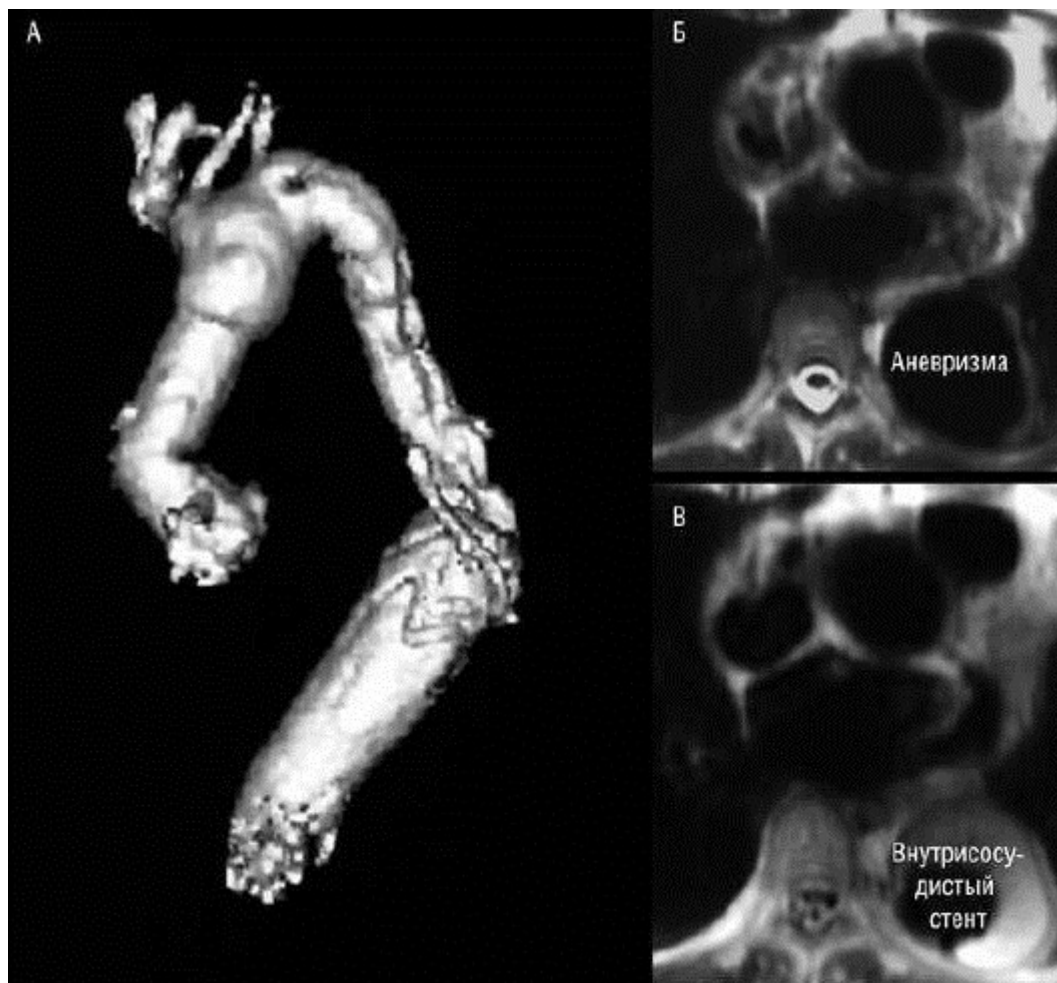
А - 3D-реконструкция с помощью МРТ после чрескожной установки сделанного под заказ стент-графта для соединения вставленного хирургическим способом протеза "хобот слона" с верхней частью брюшной аорты с целью исключить аневризму, которая возникла на дистальном конце "хобота слона". Б - после установки сделанного под заказ стент-графта аневризму грудной аорты успешно исключили из кровообращения с образованием тромба вокруг стент-графта (В).
